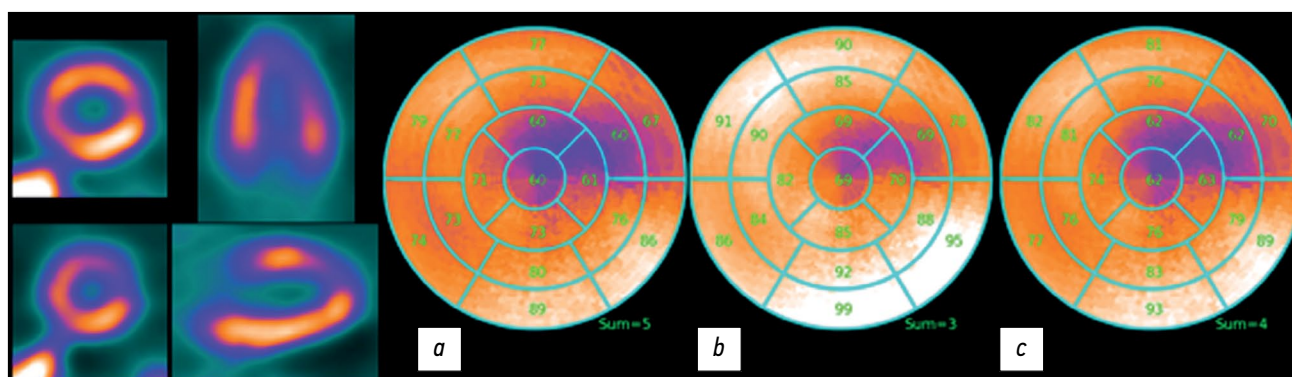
AC/non-RR. Полярная карта реконструированного изображения перфузии миокарда левого желудочка. Реконструкция проведена с коррекцией ослабления (AC), но без учёта восстановления разрешения (non-RR). Оценки Summed Rest Score (SRS): *a* — $S_{\max}=9$; *b* — $S_{90}=3$; *c* — $S_{\text{norm}}=4$.
